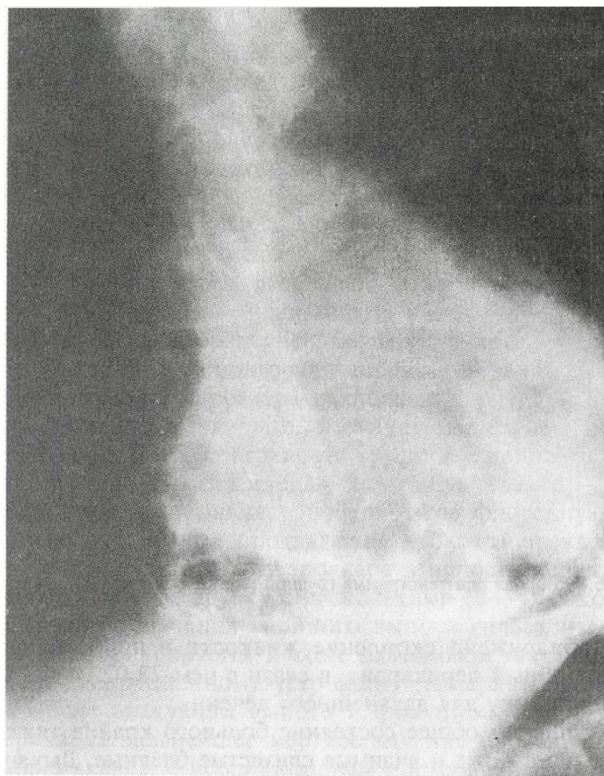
Рентгенограмма грудной клетки больного Ю., 34 года. В полости перикарда множественные сращения (пневмоперикард).
